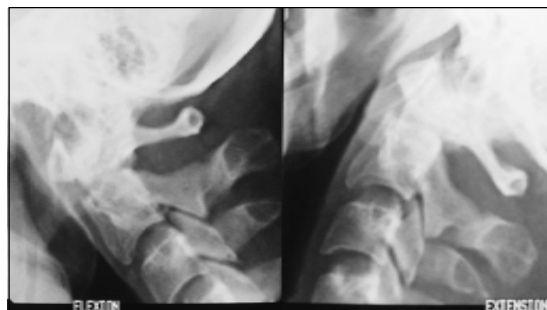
Radiografías C1-C2 dinámicas.
